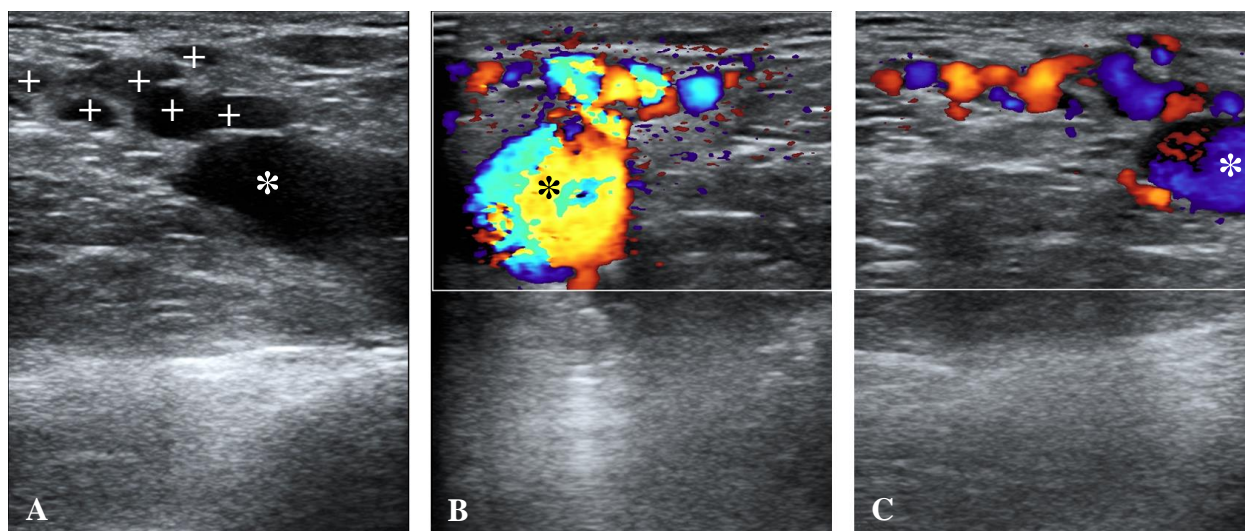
Fenomenul de neovaculogeneză inghinală, diagnosticat în timpul examenului de control prin duplex scanare ultrasonografică
